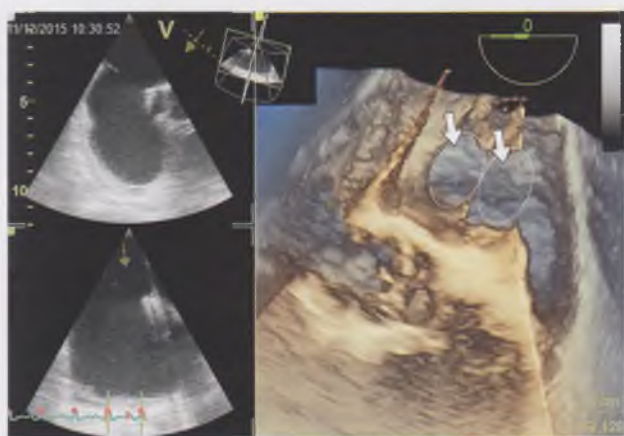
Трехмерное чреспищеводное эхокардиографическое исследование. Визуализируются два больших дефекта межпредсердной перегородки (обведены пунктиром и отмечены стрелками).
